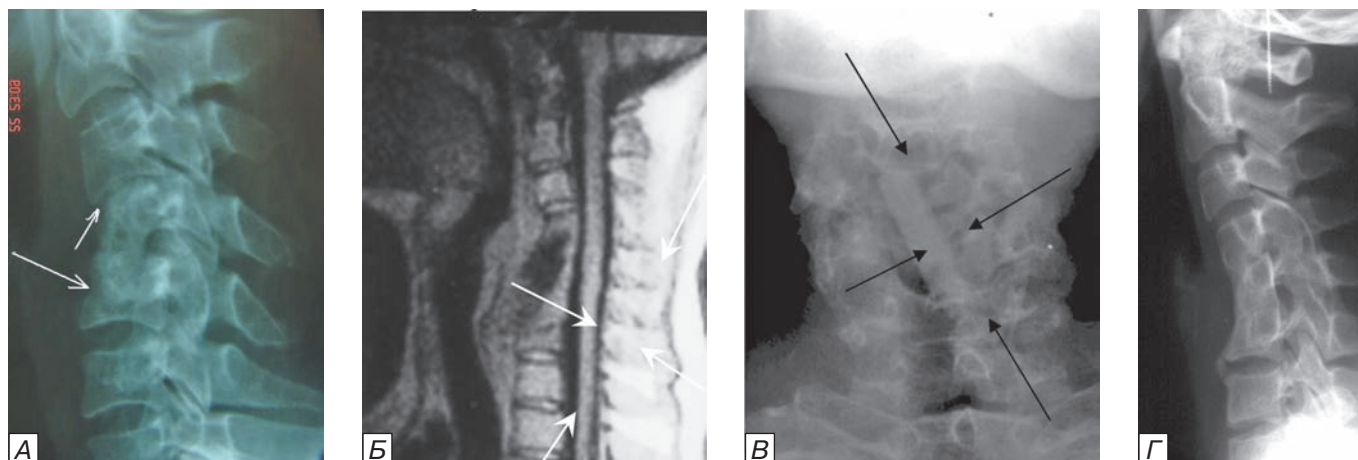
Дислокация костных трансплантатов: а) боковая рентгенограмма шейного отдела позвоночника больного Б. с осложненным компрессионно-оскольчатый переломом тела С4 позвонка через 10 дней после операции корпорэктомии С4 и спондилодеза С3-5 алло костным трансплантатом: отмечена дислокация трансплантата в тело С5 позвонка (длинная стрелка) вследствие неадекватного моделирования размера трансплантата (короткая стрелка); отмечается кифотическая деформация позвоночного столба; б) МРТ шейного отдела в Т1 ВИ, при которой видно, что костный трансплантат сместился своим нижним краем и уперся в пищевод, грубо его деформируя. Отмечается кифотическая деформация позвоночного столба; в) боковая рентгенограмма шейного отдела позвоночника со сместившимся во фронтальной плоскости костным трансплантатом (обозначен стрелками) и боковой деформацией позвоночного столба; г) боковая рентгенограмма шейного отдела позвоночника через 5 лет после переднего алло костного спондилодеза С4-6 по поводу компрессионного перелома С5 позвонка: сращение позвонков.
